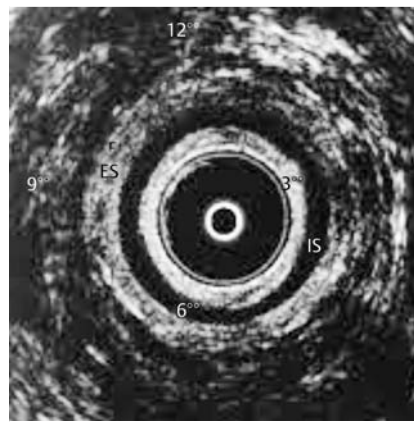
Endosonografie, IS = Sphinkter internus, ES = Sphinkter externus.
